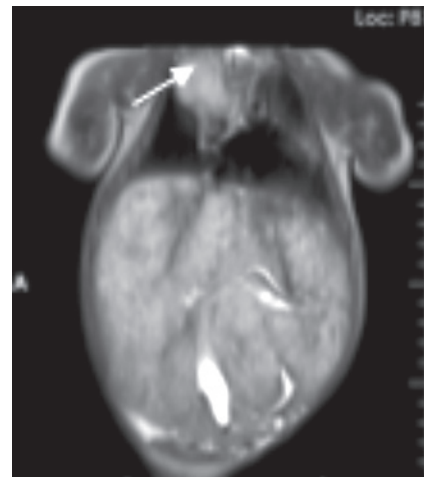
МРТ средостения: объемное образование в верхне-заднем средостении, размерами 44 x 28 x 36 мм, оттесняет верхушку правого легкого книзу, трахею влево, интенсивно накапливает контрастный препарат
